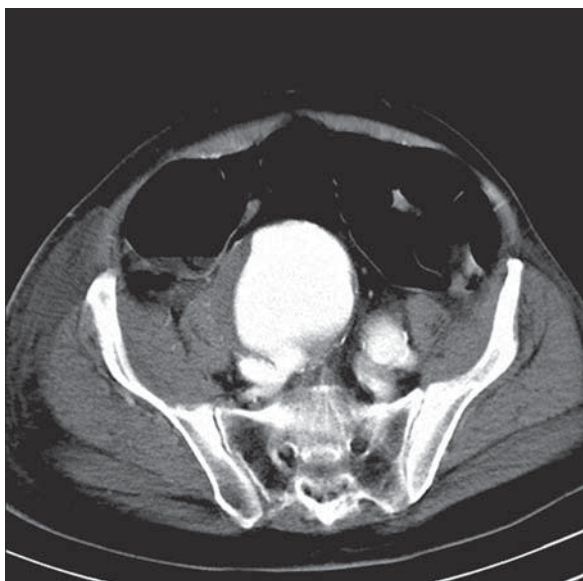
Computed tomography. Right common iliac artery aneurysm ruptured into right common iliac vein
